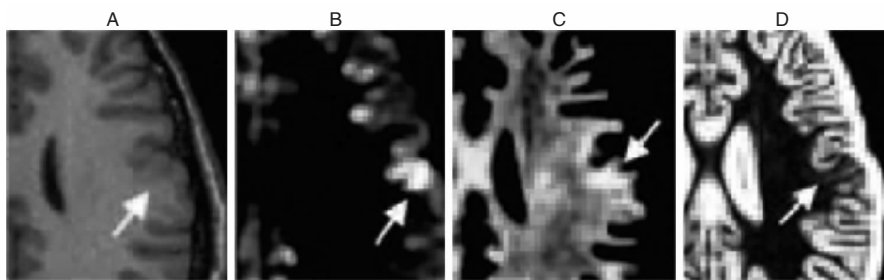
MRI 图像后处理技术对 FCD 各参数的形态学参数描述<sup>[12]</sup>。
